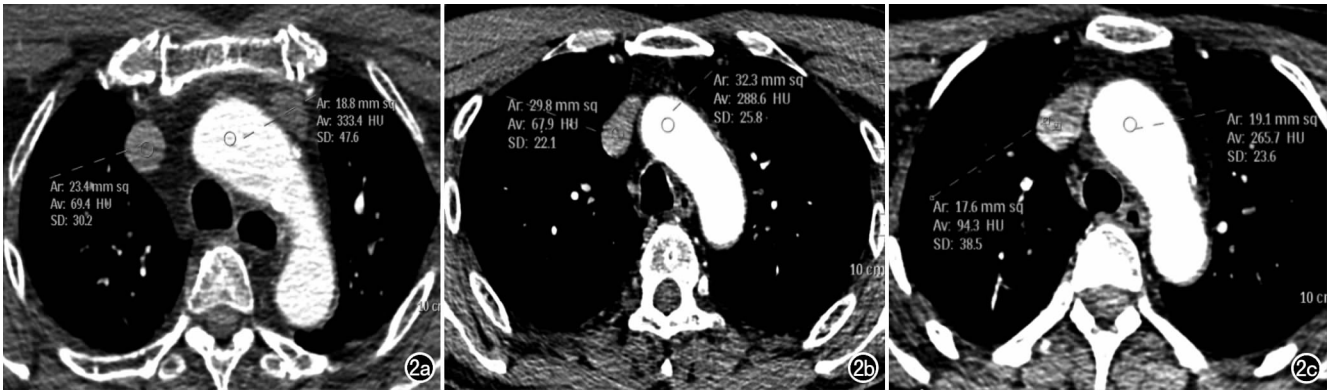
3 组的主动脉弓层面横轴面 CTA 图像。a) A 组, 主动脉弓内 CT 值为 333.4 HU, 上腔静脉内 CT 值为 69 HU; b) B 组, 主动脉弓内 CT 值为 288.6 HU, 上腔静脉内 CT 值为 67.9 HU; c) C 组, 主动脉弓内 CT 值为 265.7 HU, 上腔静脉内 CT 值为 94.7 HU。
